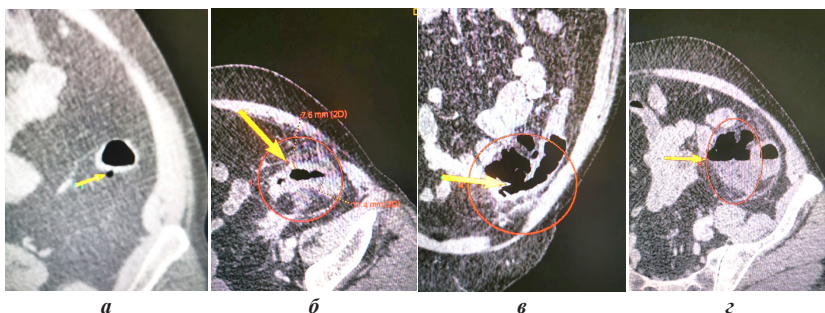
КТ с усилением проведенная пациенту К. (56 лет), диагноз: ДБ сигмовидной кишки, осложненная перфорацией с абсцессом:
